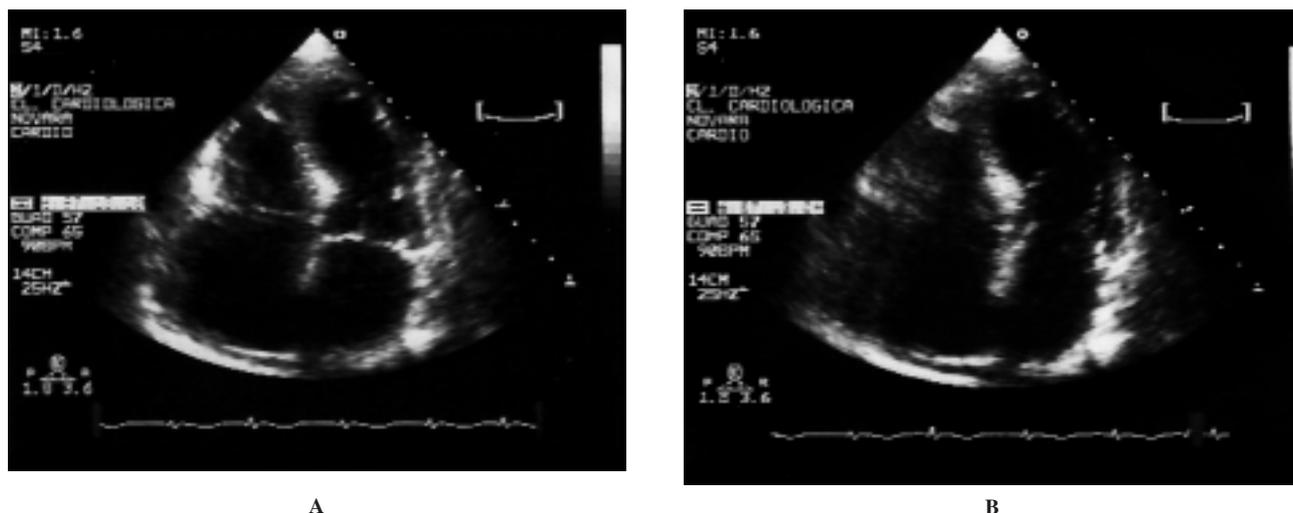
Ecocardiogramma di ingresso: immagine apicale 4 camere in telesistole (A) e in telediastole (B).
